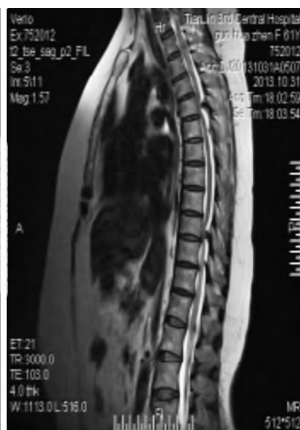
术前胸椎 MRI 示 T<sub>9~10</sub>、T<sub>10~11</sub> 黄韧带骨化
